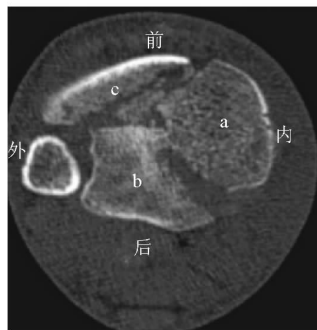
Pilon 骨折,横截面 CT 检查显示 Y 形骨折线将胫骨远端分成内侧(a)、后侧(b)和前侧(c)3 个主要骨折块
